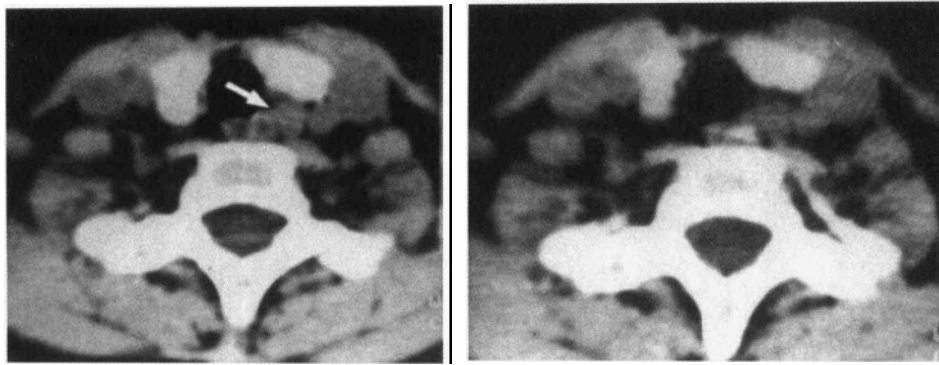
右下甲状旁腺腺瘤 (CT+MRI)
